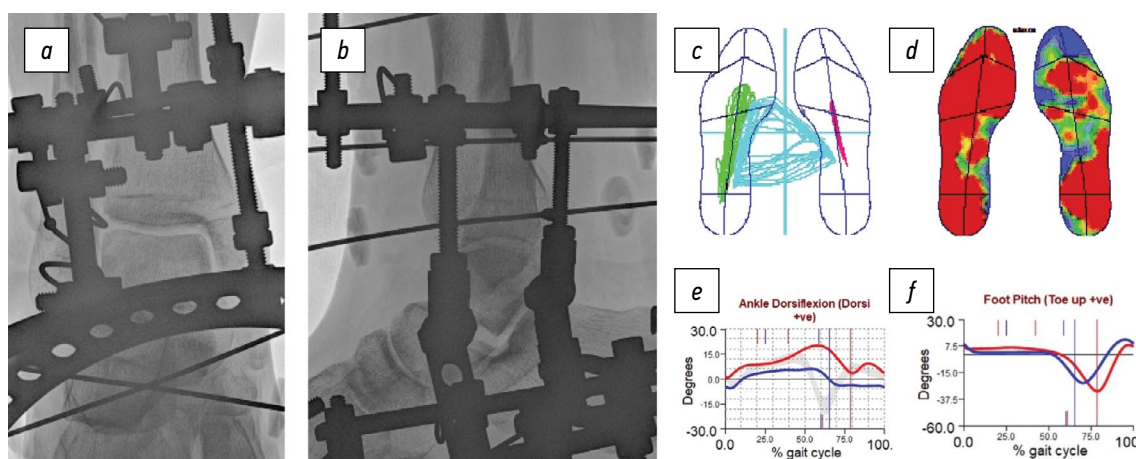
a* — послеоперационная рентгенограмма пациентки В. в прямой проекции, *b* — рентгенограмма в боковой проекции, *c, d* — подограммы, *e, f* — гониограммы.
